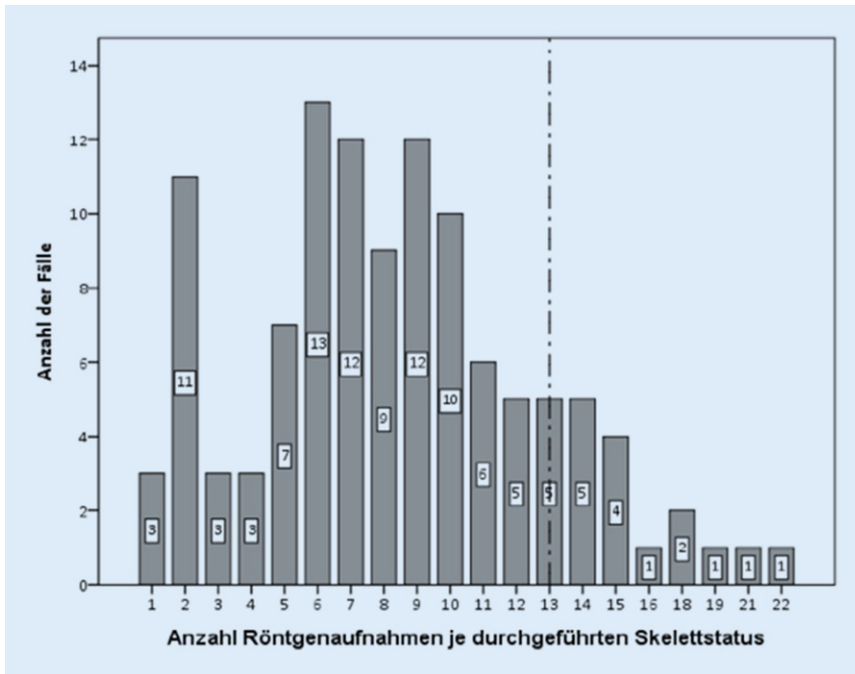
▲ Anzahl der Röntgenaufnahmen bezogen auf den jeweiligen Skelettstatus bei insgesamt 956 Röntgenaufnahmen (Mittelwert: 8,4, Standardabweichung: 4,42)
